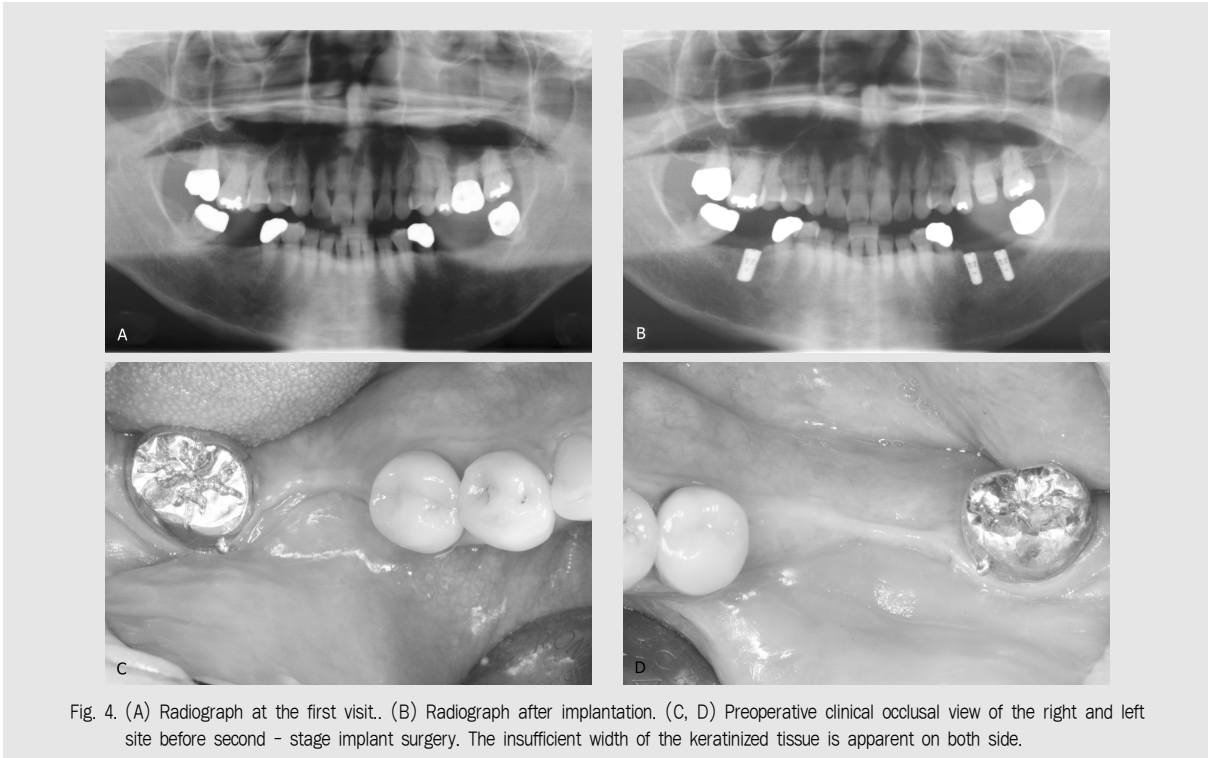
(A) Radiograph at the first visit. (B) Radiograph after implantation. (C, D) Preoperative clinical occlusal view of the right and left site before second - stage implant surgery. The insufficient width of the keratinized tissue is apparent on both side.
